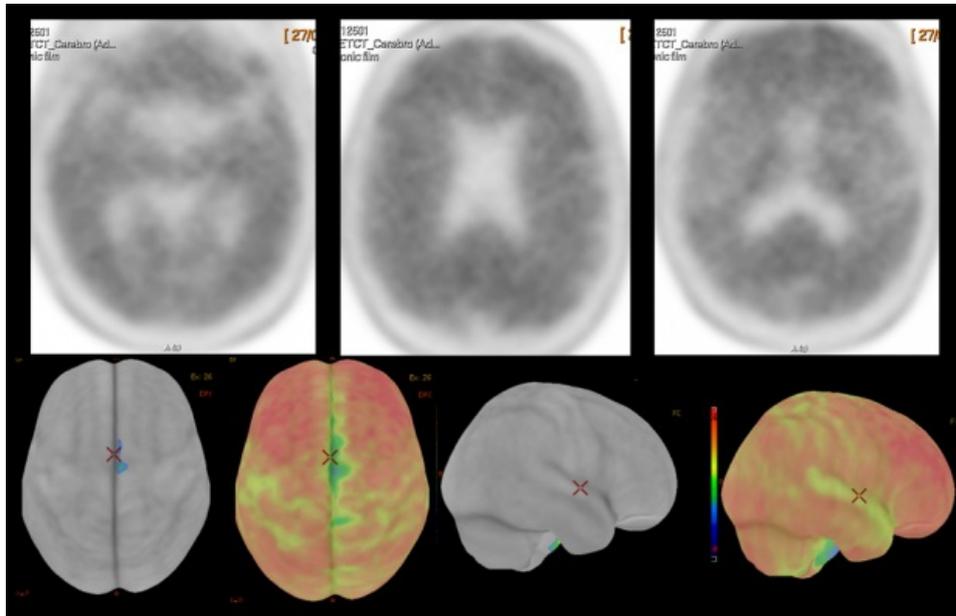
PET-RM con  $^{18}\text{F}$ -FDG, que evidenció descenso de la actividad neuronal en polo anterior y neocórtex anterolateral de ambos lóbulos temporales, más marcada en el lado derecho, con parcial compromiso del neocórtex póstero-lateral.
